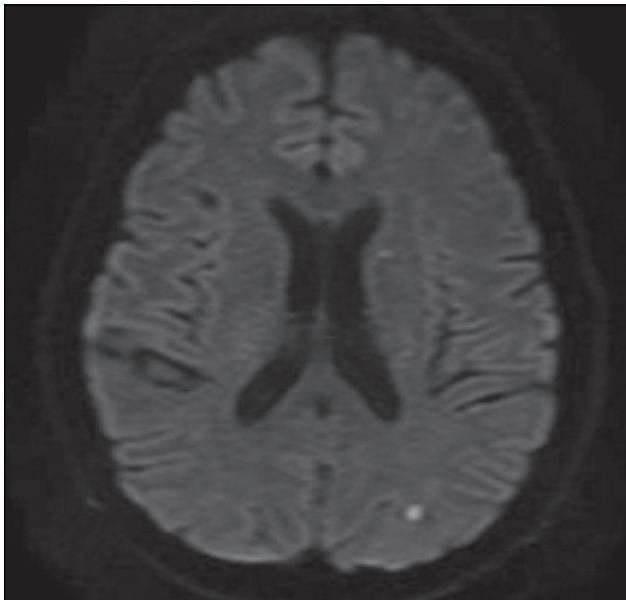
Магнітно-резонансна томографія головного мозку (DWI-режим) на 2-е сутки після операції: определяются «свежие» мелкие эмболические ишемические очаги (без клинических проявлений)
